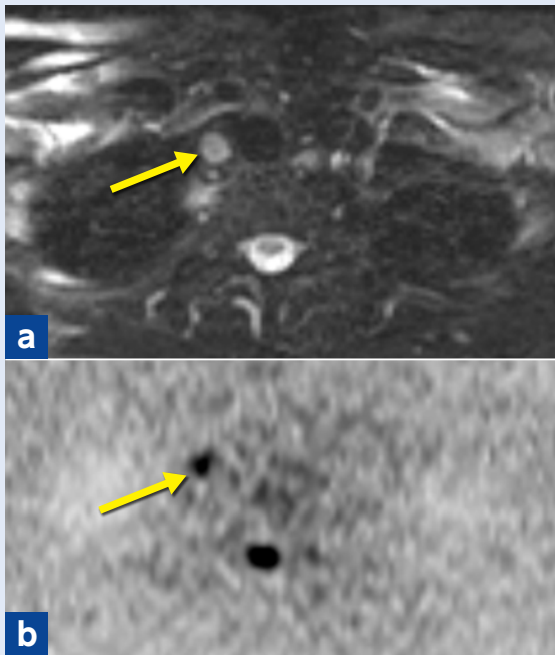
diffusion MRI (DWI)によるリンパ節転移診断
